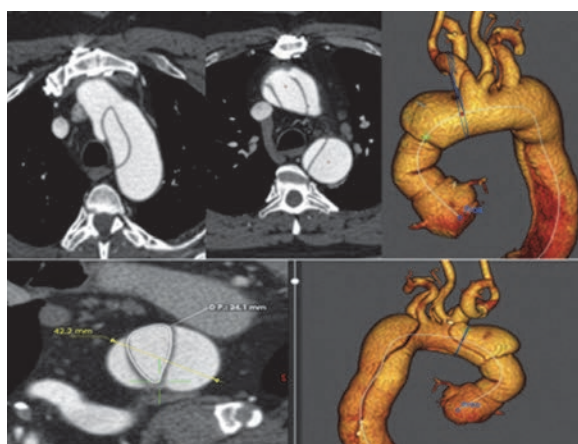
Imágenes de la angiotomografía.
